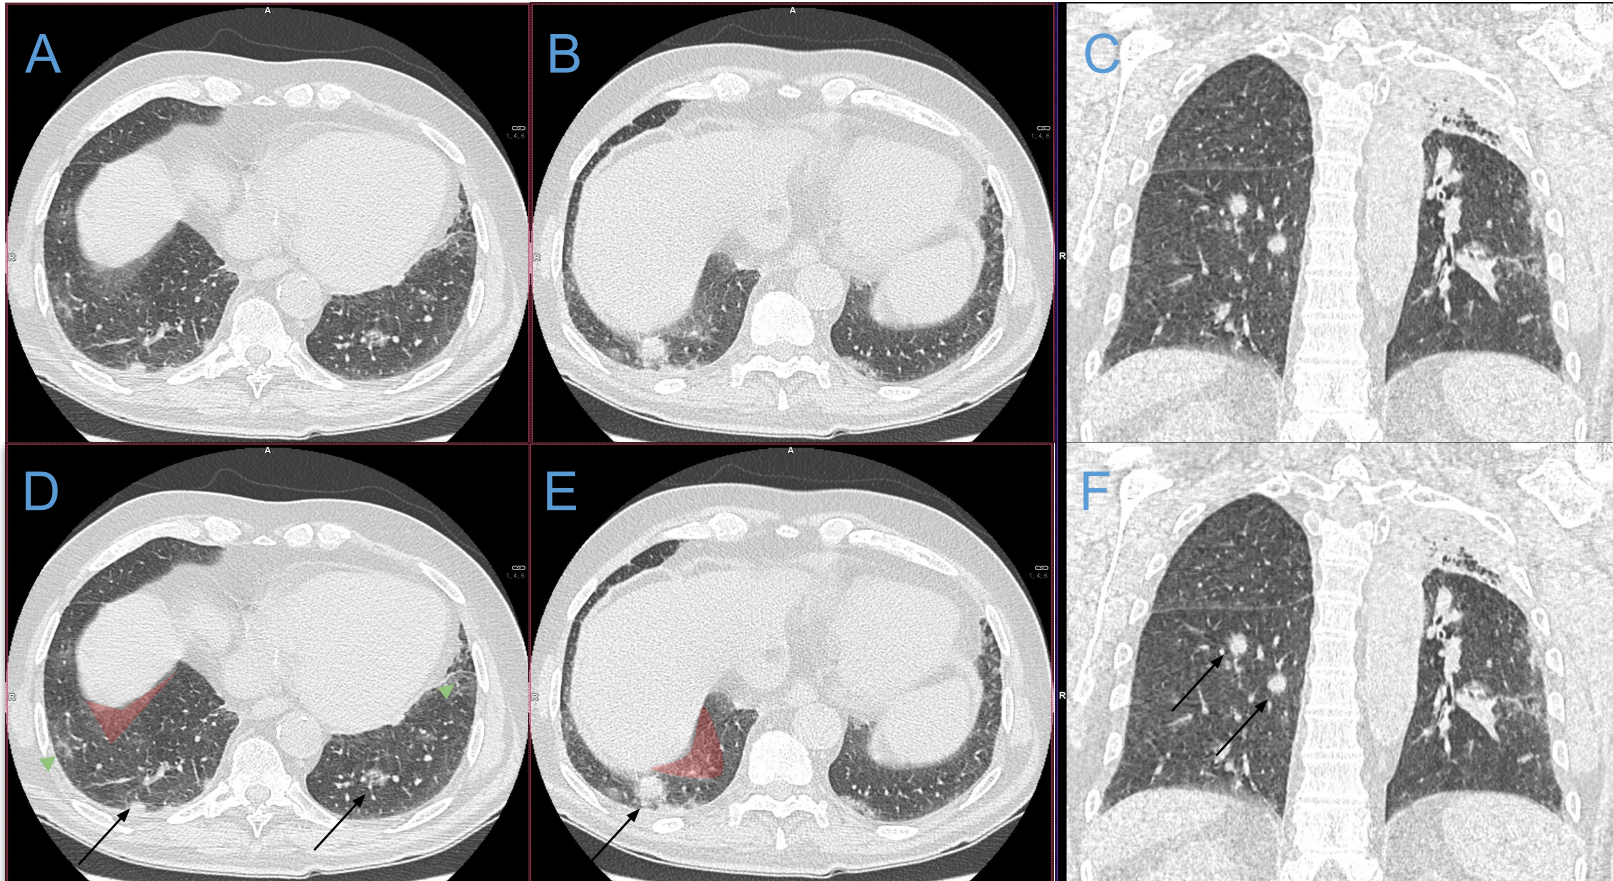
(Imágenes A y B son cortes axiales y la imagen C es un corte coronal de TC; las imágenes D-F están rotuladas) Patrón compatible con NO: consolidaciones periféricas parcheadas multifocales (flechas negras) rodeadas de áreas focales en vidrio deslustrado (sombreado rojo) y signo del halo reverse (punta de flecha verde).
